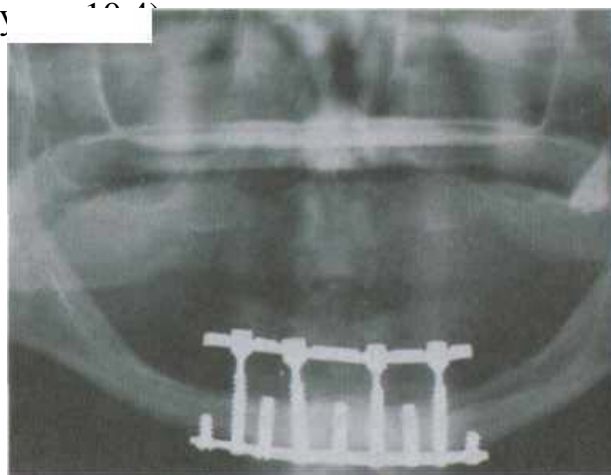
Рентгенограмма трансмандибулярного имплантата на нижней челюсти [С. А. Babbush]
